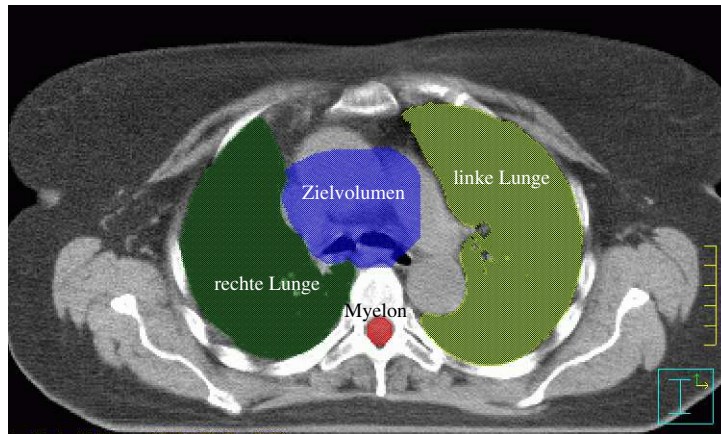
Die CT-Schichtaufnahme zeigt das eingezeichnete Zielvolumen für eine Patientin mit Bronchus-Karzinom (blau) sowie die Risikobereiche rechter bzw. linker Lungenflügel (grün bzw. gelb) und das Myelon (rot).
